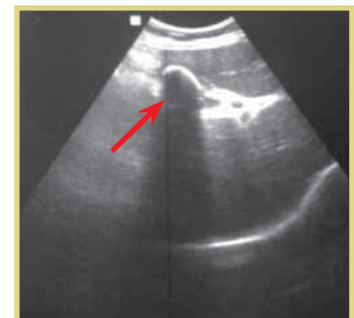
УЗИ. То же наблюдение
